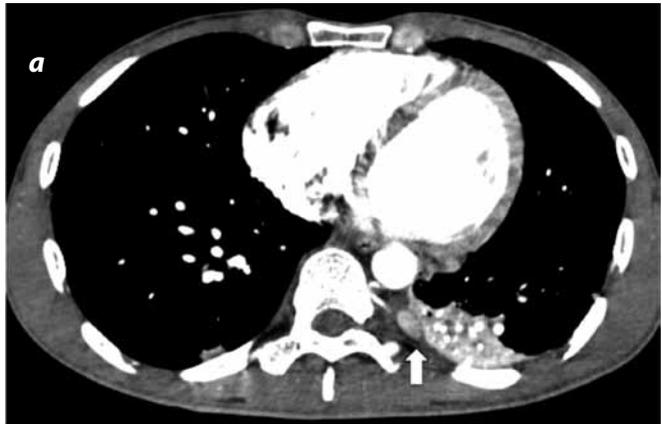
Tomografía multicorte de tórax con medio de contraste. Cortes axiales (a y b) y coronal (c). Se identifican lesiones nodulares, redondeadas, hipercaptantes con realce, localizadas en el espacio pleural paravertebral izquierdo (flechas blancas). Es evidente la ausencia del bazo y la presencia de esplenosis (asterisco en b).
